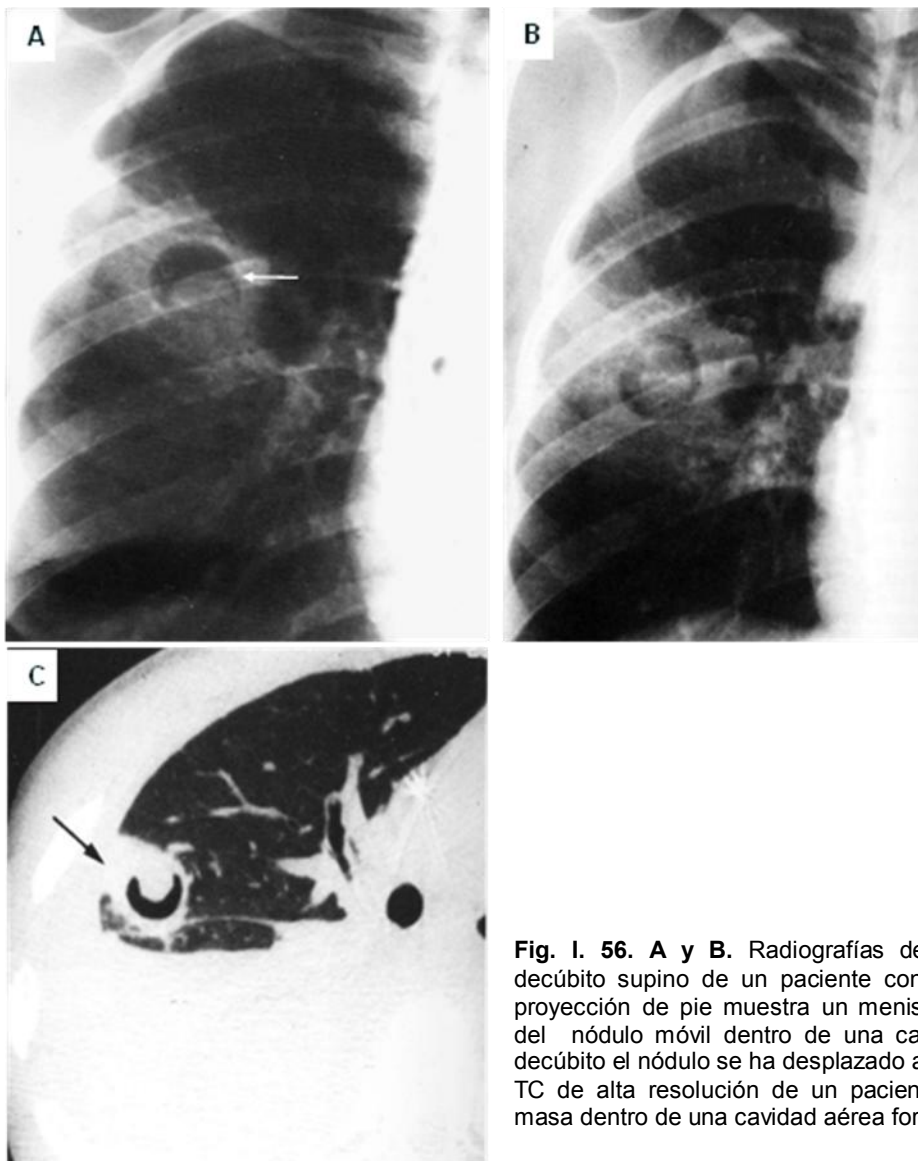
56. A y B. Radiografías de tórax en bipedestación y decúbito supino de un paciente con aspergilosis invasora. La proyección de pie muestra un menisco aéreo (flecha) alrededor del nódulo móvil dentro de una cavidad. En la proyección en decúbito el nódulo se ha desplazado al centro de la cavidad. C. La TC de alta resolución de un paciente diferente demuestra una masa dentro de una cavidad aérea formando un menisco.
